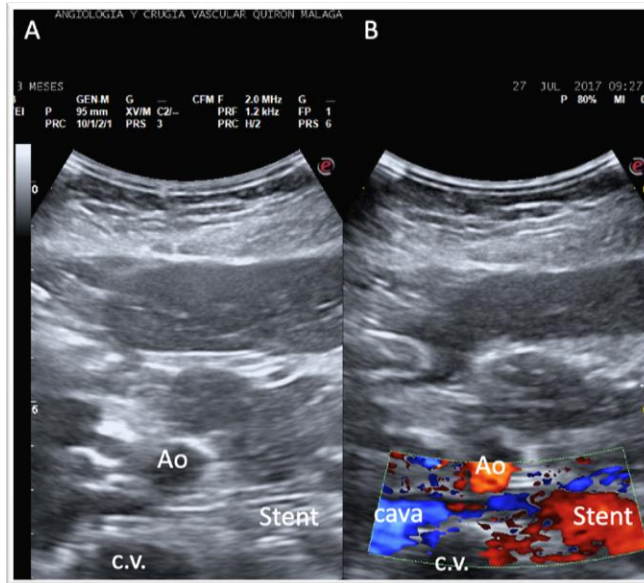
Restenosis vista con ecografía Doppler color, en stent ubicado en la vena renal izquierda retroaórtica.
